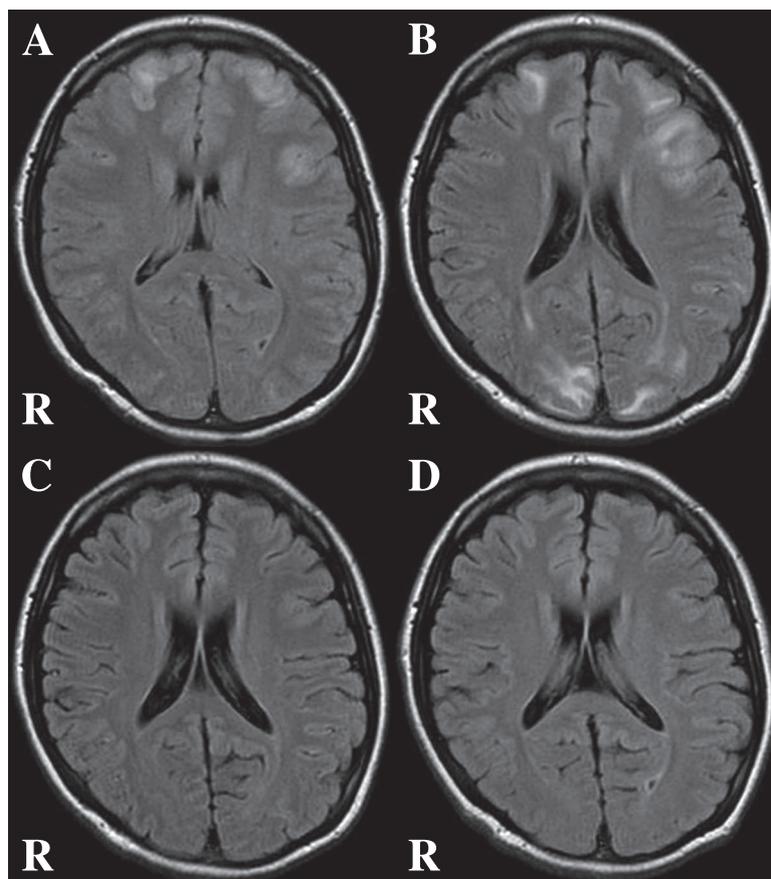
Brain MRI findings on the 1st, 8th, 23rd, 63rd hospital day.
